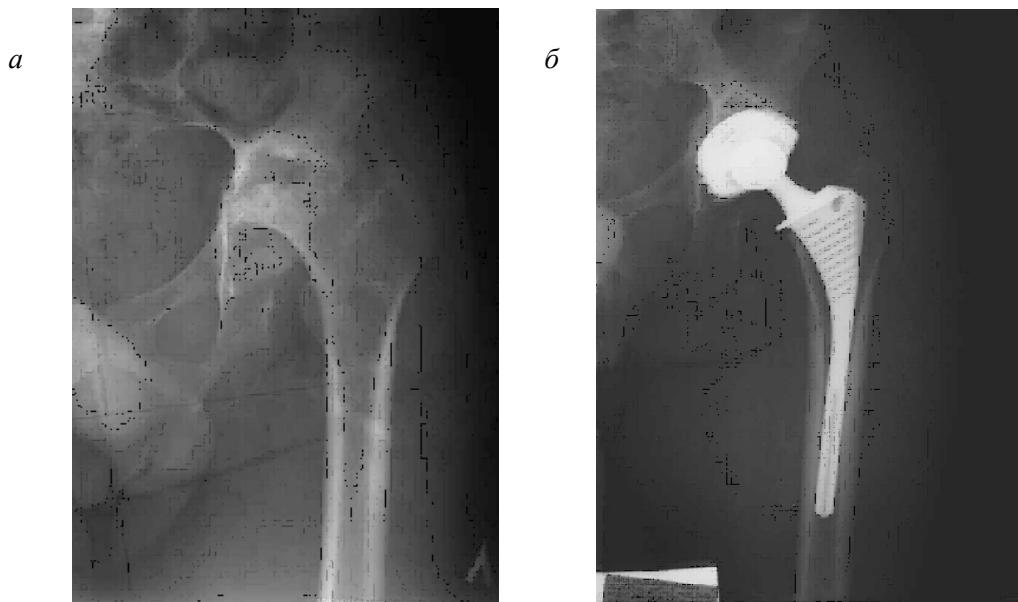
Рентгенограммы больного А., 42 лет, с ревматоидным артритом до операции (а) и после тотального эндопротезирования сустава бесцементной системой ОРТЭН с установкой ножки с метафизарно-диафизарной фиксацией (б)
